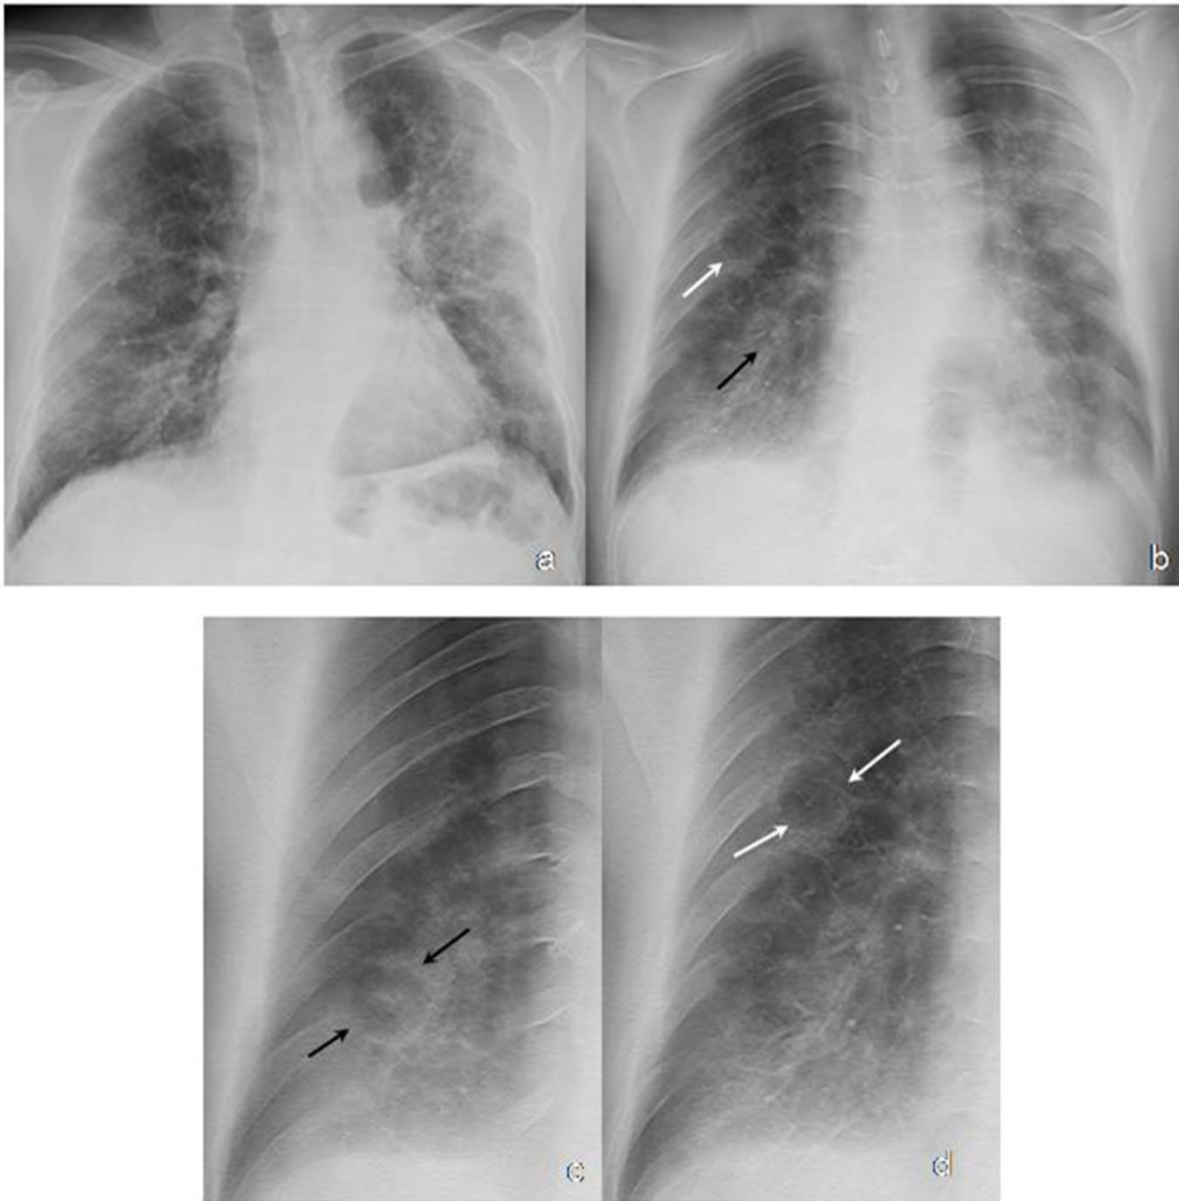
Radiografía de tórax PA (A), 3D-TDT (B) y 3D-TDT aumentada (C).
